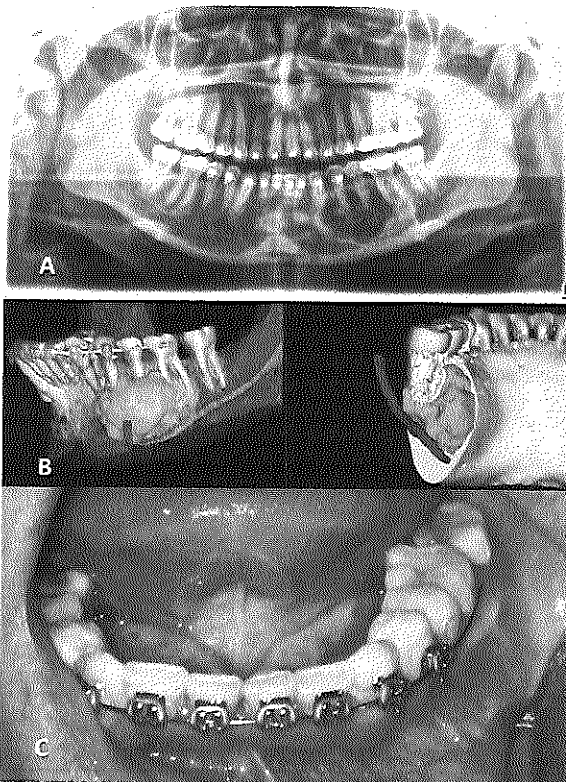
A: ortopantomografía en donde se observa zona osteolítica radiomixta en cuerpo mandibular izquierdo. B: reconstrucción volumétrica de la misma lesión. C: imagen clínica, sin cambios en mucosa, ni aumento de volumen evidente en surco mandibular izquierdo.
